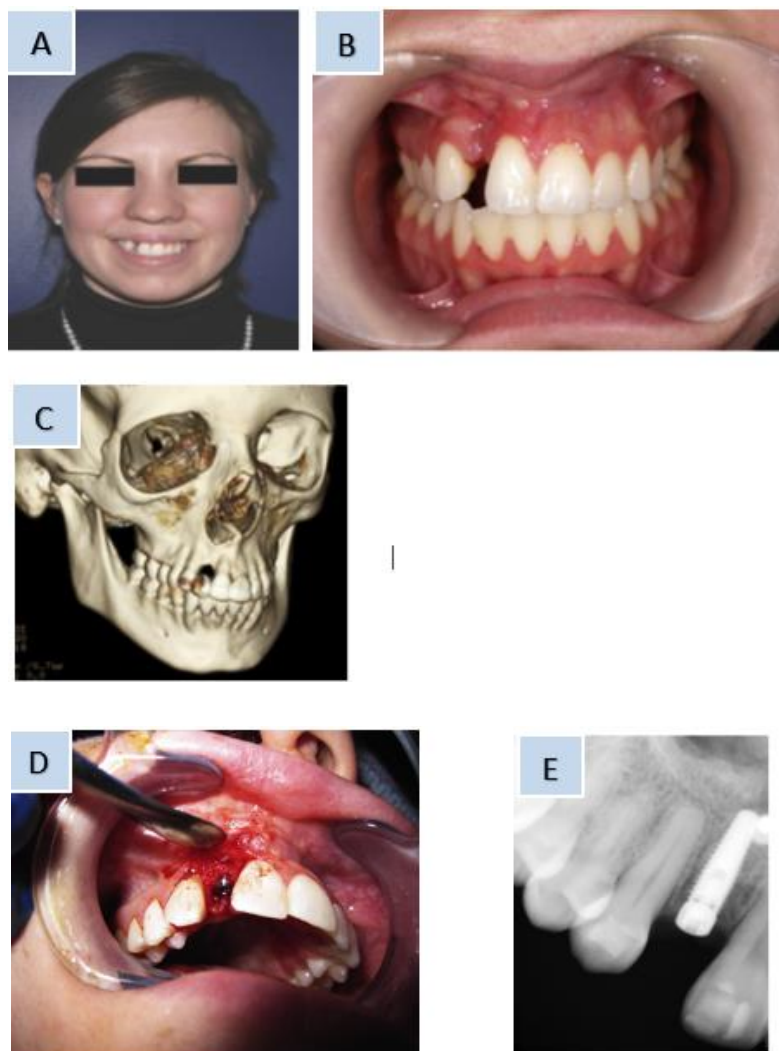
A) Vista de paciente de sexo femenino posterior al injerto óseo de cresta ilíaca y previo a la inserción del implante. B) Foto intraoral de la misma paciente. Nótese la irregularidad en los tejidos periodontales. C) Tomografía Computada mostrando la zona del incisivo lateral, antes del injerto secundario, con una prótesis tipo Maryland en el lugar. D) Fotografía intraoral intraoperatoria en el momento de la colocación del implante. Obsérvese el injerto óseo adyacente en la cara vestibular. E) Radiografía periapical postoperatoria mostrando la inserción del implante a nivel del incisivo lateral. F) Paciente sonriendo luego de la rehabilitación del implante. G) Vista intraoral del resultado luego de la colocación de la corona sobre el implante. Nótese la persistencia de la irregularidad de los tejidos periodontales. R. John Tannehill III, DDS, MD. *Implant Therapy in Alveolar Cleft Sites.* (2019). (34)
